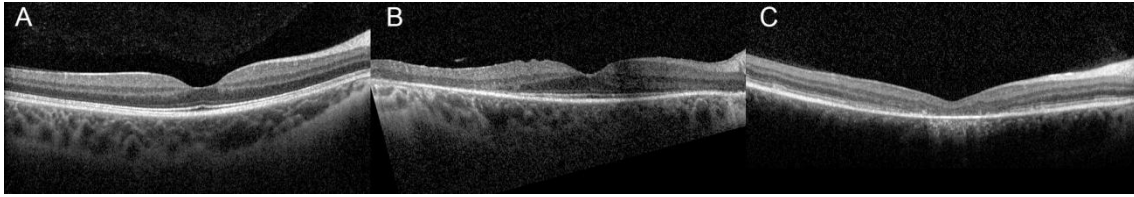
Imágenes de tomografía de coherencia óptica. (A) De una persona sana, (B) de un paciente con retinosis pigmentaria y (C) de un paciente con Enfermedad de Stargardt.
